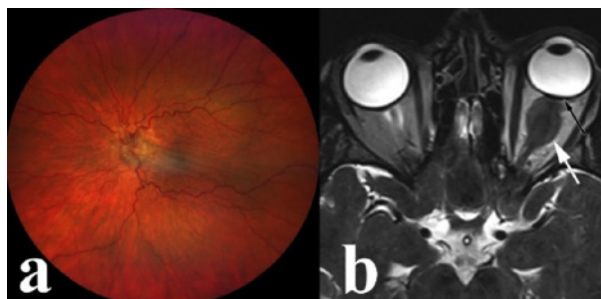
Проминенция и отёк диска зрительного нерва, горизонтальная складчатость сосудистой оболочки (а). МРТ (3,0 Тл) T2 ВИ в аксиальной плоскости (b), белая стрелка – новообразование, чёрная стрелка – деформация заднего полюса глазного яблока.
